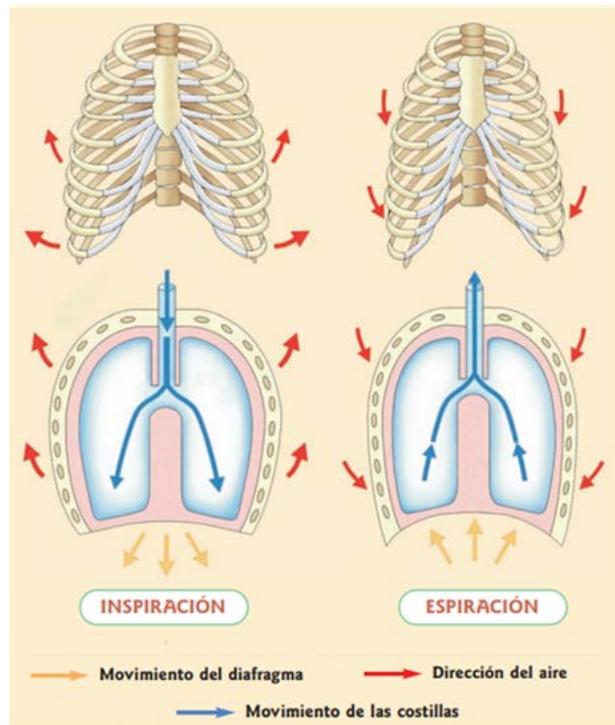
ASPECTOS MECANICOS DE LA RESPIRACION
